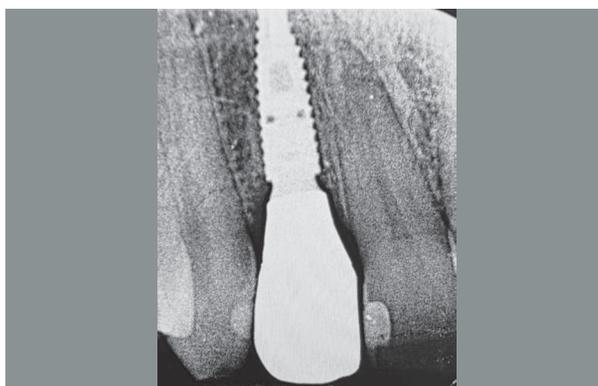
Controllo radiografico a due anni dal carico
